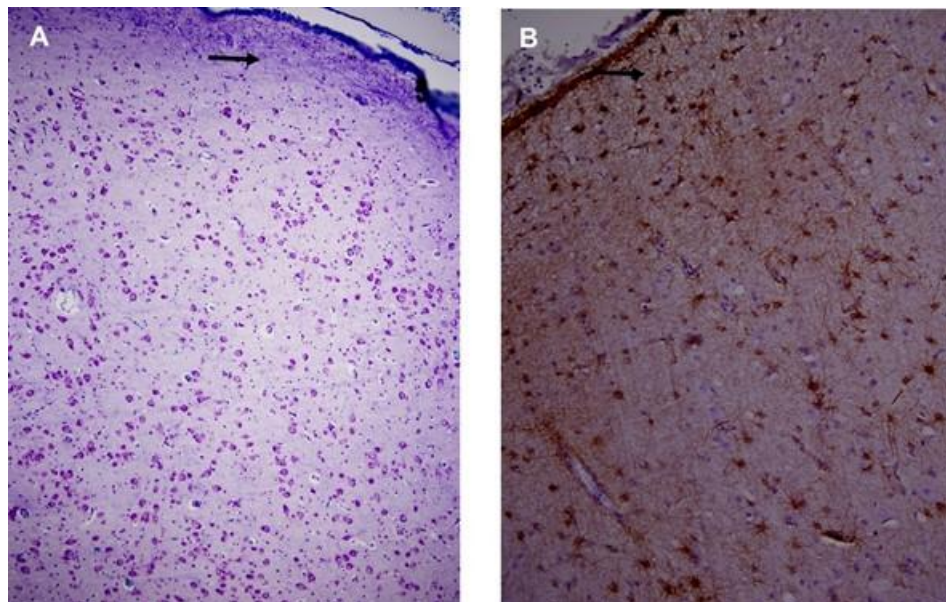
Paciente masculino de 16 años de edad y antecedentes de meningoencefalitis bacteriana a los 18 meses. Inicio de las crisis a los 6 años. La RMN mostró esclerosis hipocampal derecha. Diagnóstico histológico: displasia cortical focal tipo IIIa (DCF asociada a esclerosis hipocampal). A. Imagen
